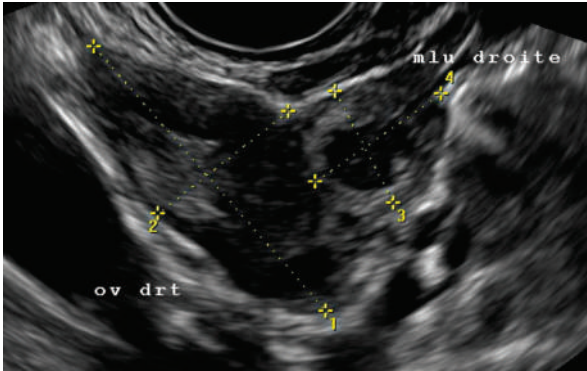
Échographie 2D par voie vaginale révélant l'ovaire droit accompagné d'une masse latéro-utérine droite avec sac gestationnel et vésicule vitelline. Grossesse extra-utérine tubaire droite.
